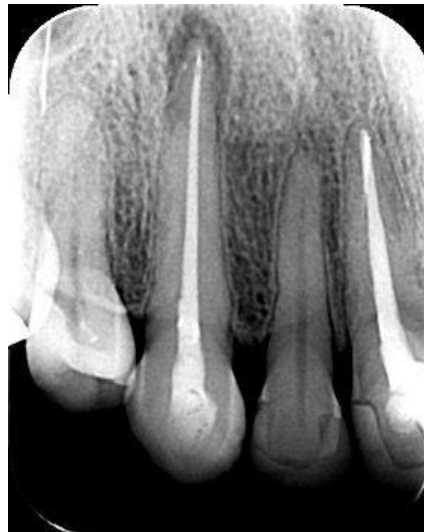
Radiografia periapical após a conclusão do tratamento endodôntico.
